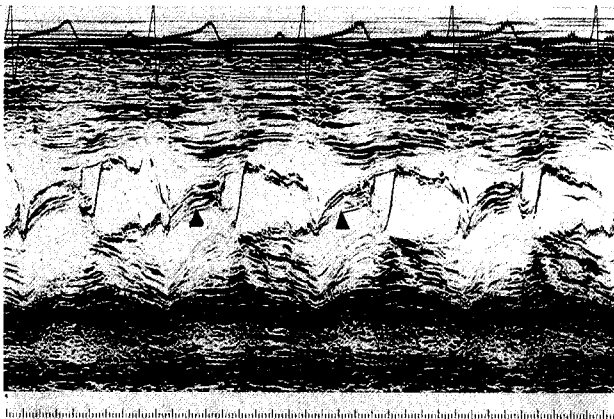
(Case 1.) M-mode echocardiogram that showing SAM (systolic anterior movement) of mitral leaflet (▲)
